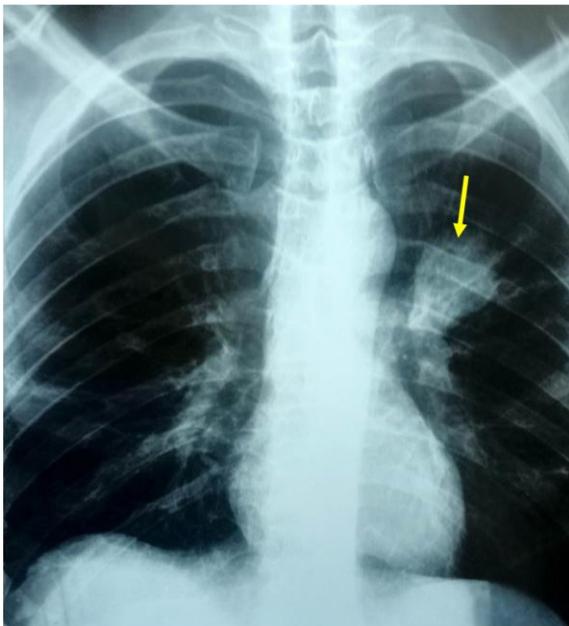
Radiographie pulmonaire de face montrant une opacité parahilaire gauche en rapport avec la localisation hydatique pulmonaire gauche.
